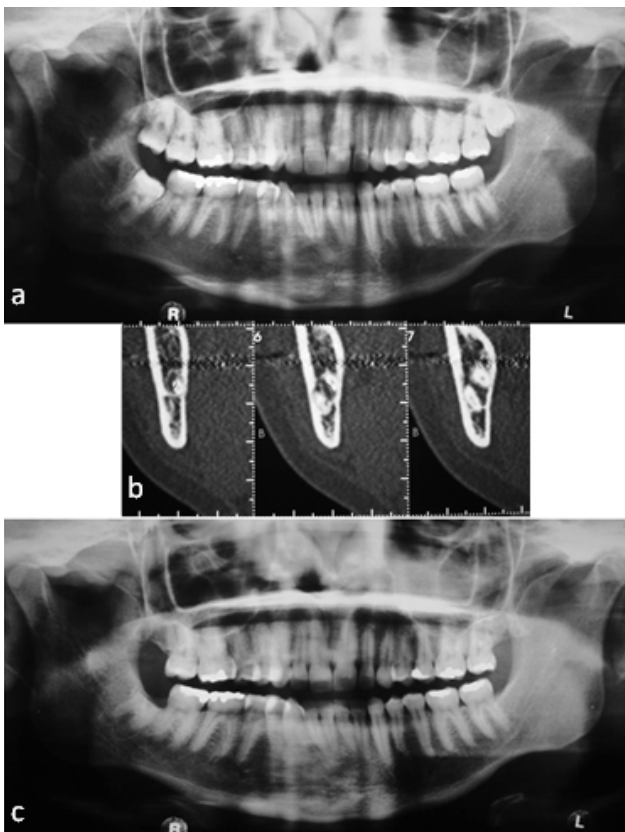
a. Radiografia panorâmica inicial. b. Tomografia computadorizada inicial. c. Radiografia panorâmica, acompanhamento de 12 meses.
